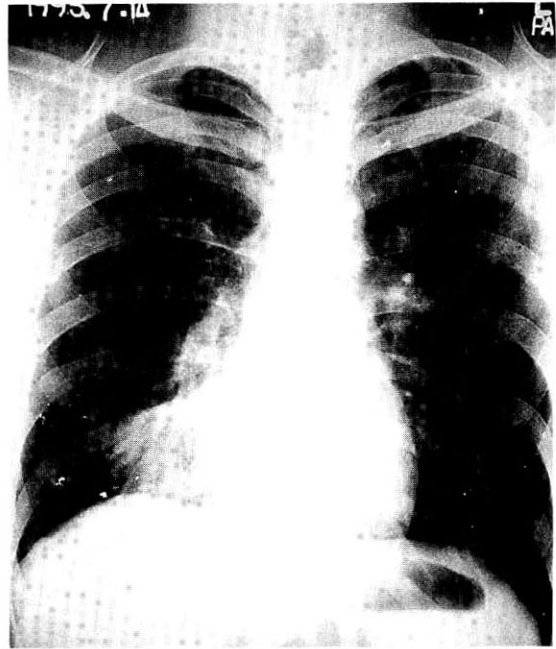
The chest X-ray still showed a localized infiltration in right lower lobe in spite of antimicrobial therapy for 43 days.
